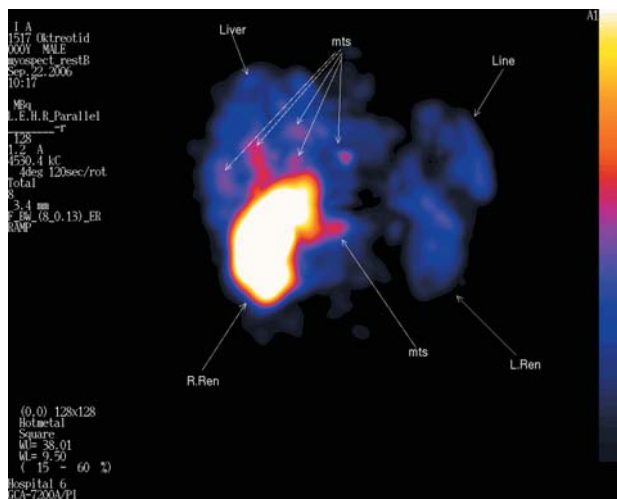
Сцинтиграмма. Метастазы НЭО ПЖ в печень.
